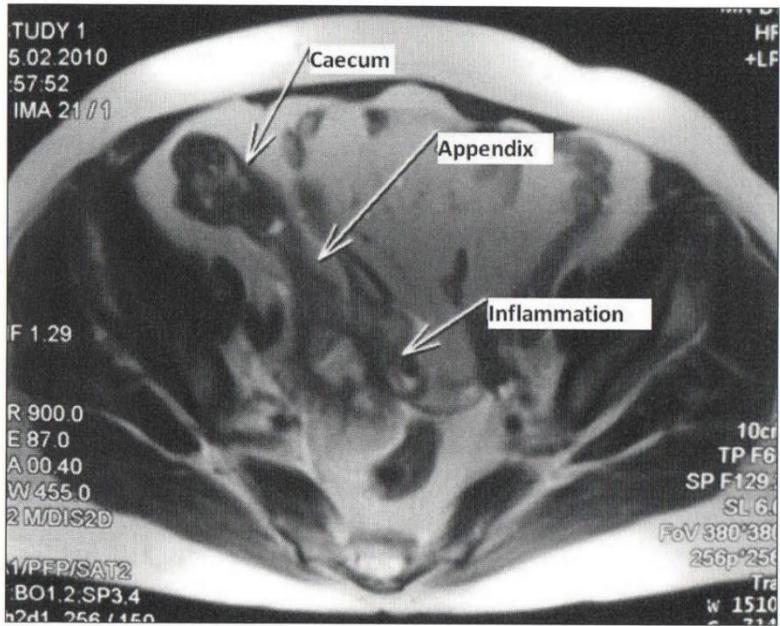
МРТ. Аппендикулярный инфильтрат при тазовом расположении червеобразного отростка.
